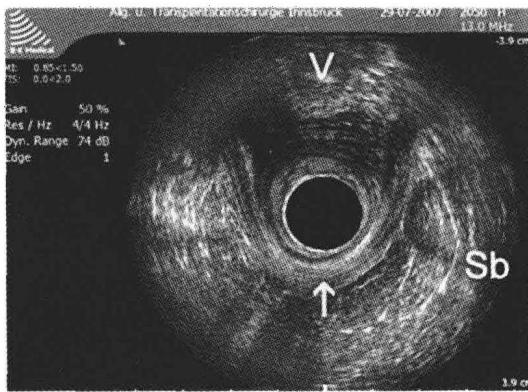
肛管直肠接合区直肠腔内超声显示耻骨直肠肌悬带(箭号)和直肠壁邻近组织,如女性的阴道(V)和小肠(Sb)
